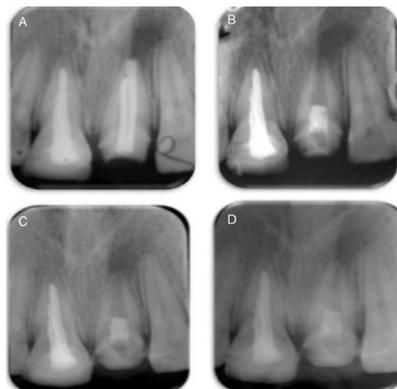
radiografía inicial de OD 11 y 21 (A), radiografía final (B), control a los 7 meses (C) y control a los 13 meses. (D). ⁽¹⁴⁾
